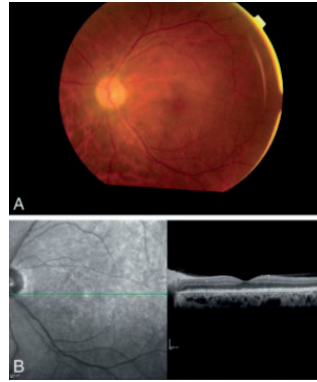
A: Fotografia do fundo do LE após 1 mês de radioterapia curativa mostrando disco óptico normal com hemorragia retiniana quase resolvida. B: Tomografia de coerência óptica do LE mostrando um estudo normal. Nagpal et al. (22).
